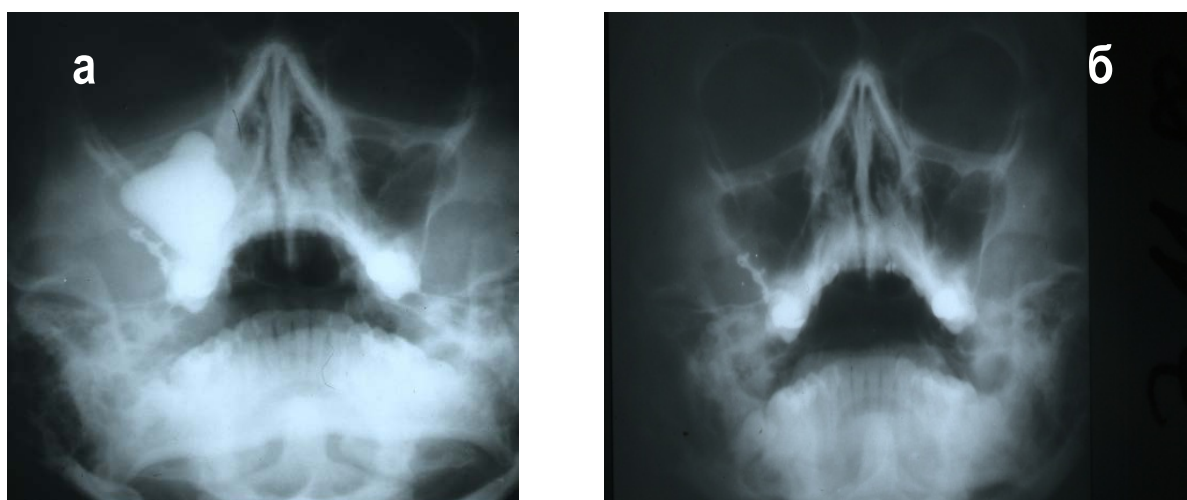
Radiographs of the patient before (a) and (b) after the titanium retainer setup operation
